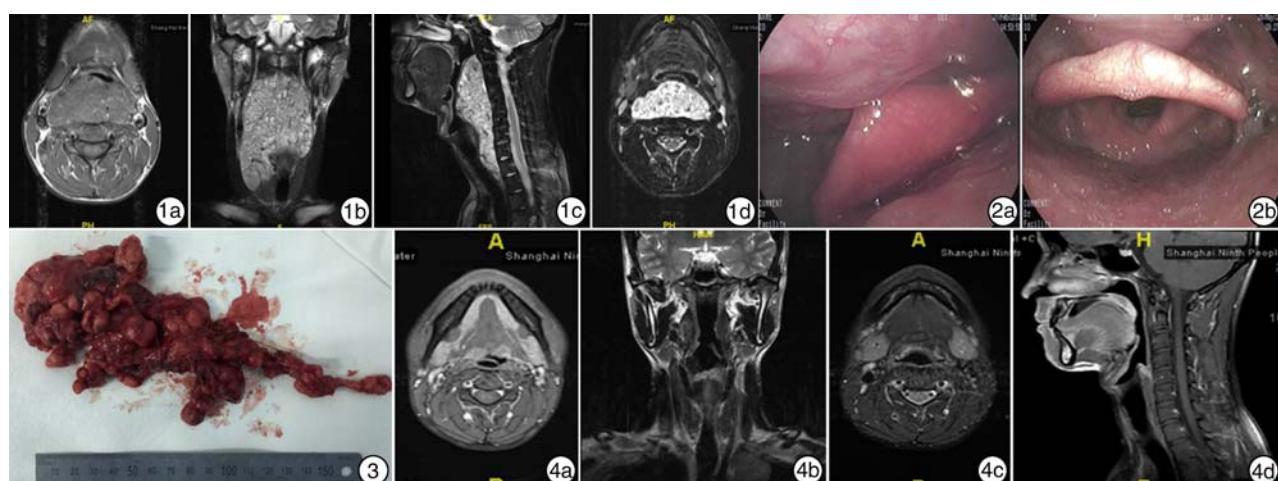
术前颈部MRI 1a: T1WI横断面; 1b: T2WI冠状面; 1c: T2WI矢状面; 1d: T2WI横断面。右颈深下、中、双侧咽后间隙(甲状腺水平至鼻咽部)可见团块状异常信号影, 形态欠规则, 边界清, 范围约 69 mm×34 mm×130 mm, T1WI呈等信号, T2WI及其压脂像呈高信号, 信号不均匀, 内混杂点状低信号影; 咽腔受压变窄; 邻近骨髓信号未见明显异常, 颅底结构未见异常; 右颈部、双侧咽后静脉畸形可能;
